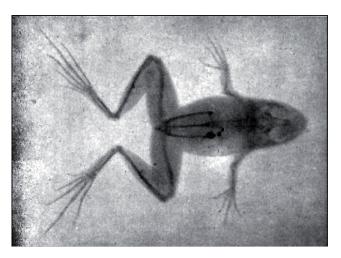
Radiografía de una rana. Tiempo de exposición 2 horas.
